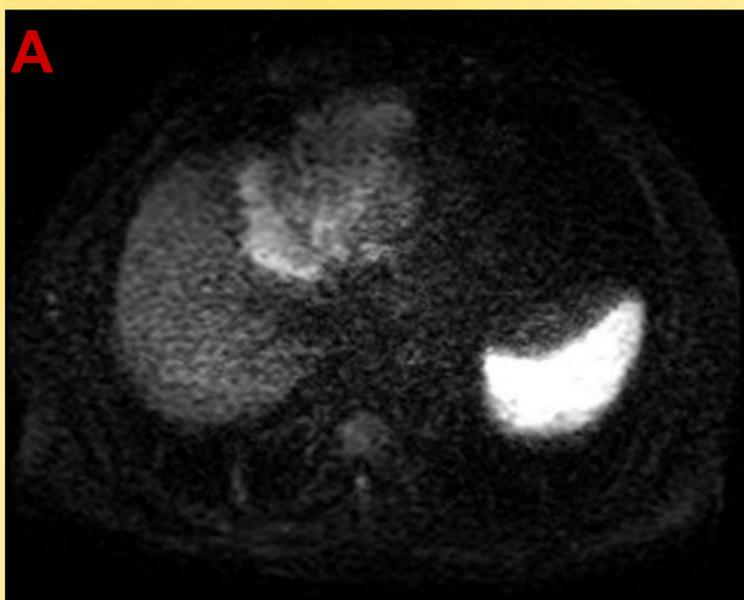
En la RM presentaba las mismas características que en el TC en el estudio dinámico (no mostrado). Además podemos observar restricción a la difusión (A) y dilatación de la vía biliar distal a la lesión (flecha roja) en la secuencia T2 (B).
